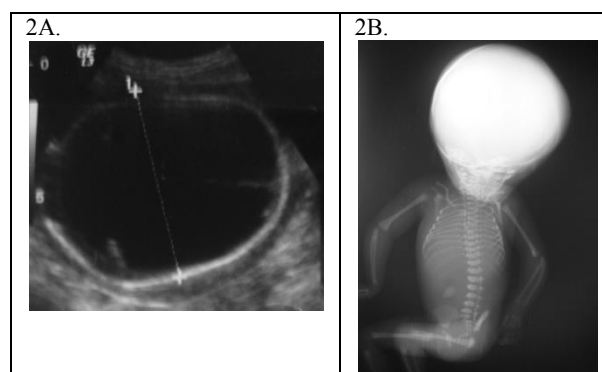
Ultrasonido fetal con ventrículo único y 2B radiografía AP con 2 hemivértabras en T6, 11 costillas izquierdas y 12 derechas, 6 lumbares y ausencia de pulgar.
